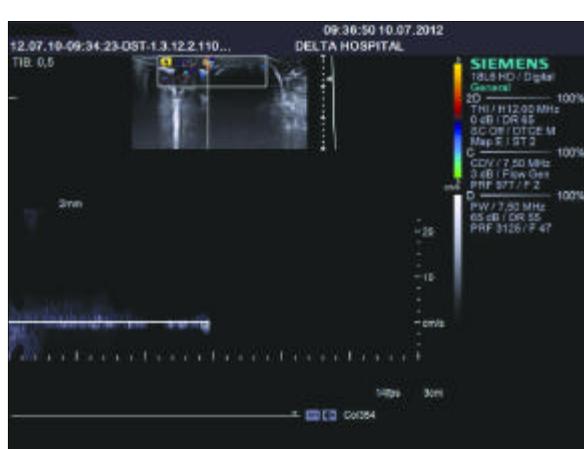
Imagine ultrasonografică de flux: flux monofazic, venos, cu velocități reduse.
